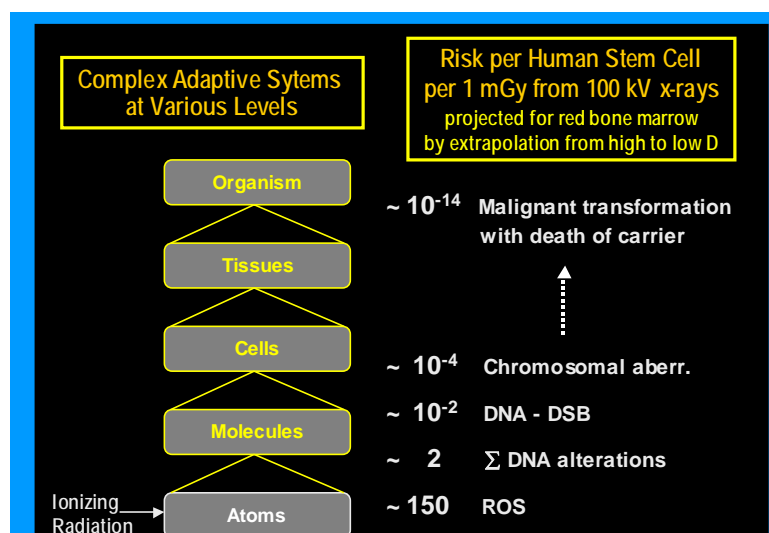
Risk per Human Stem Cell per 1 mGy from 100 kV x-rays
